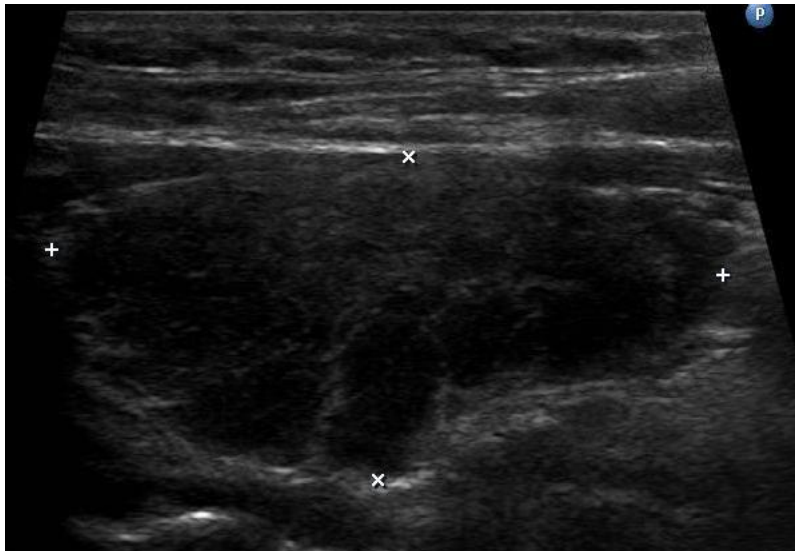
Sonogramm der Schilddrüse (rechter Lappen im Längsschnitt) mit typischer Echoarmut. [5]
